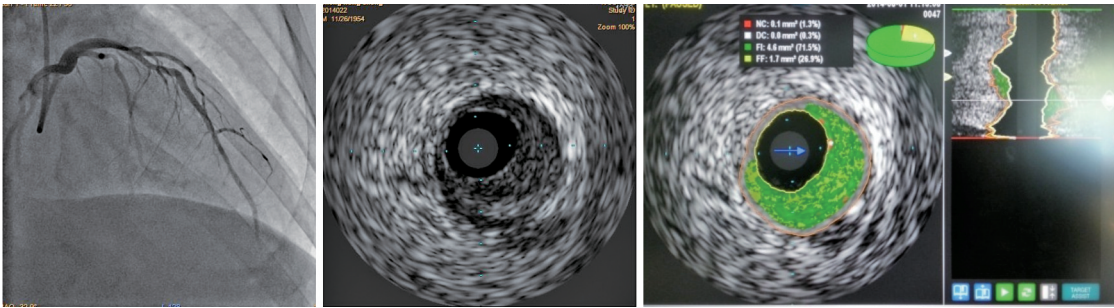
一位入选患者的冠状动脉造影及冠状动脉内超声影像 左为选择性冠状动脉造影显示前降支中段狭窄(右前斜 30°+头位 20°); 中为该狭窄段最小管腔处灰阶 IVUS 图像;右为该狭窄段最小管腔处 VH-IVUS 图像。
